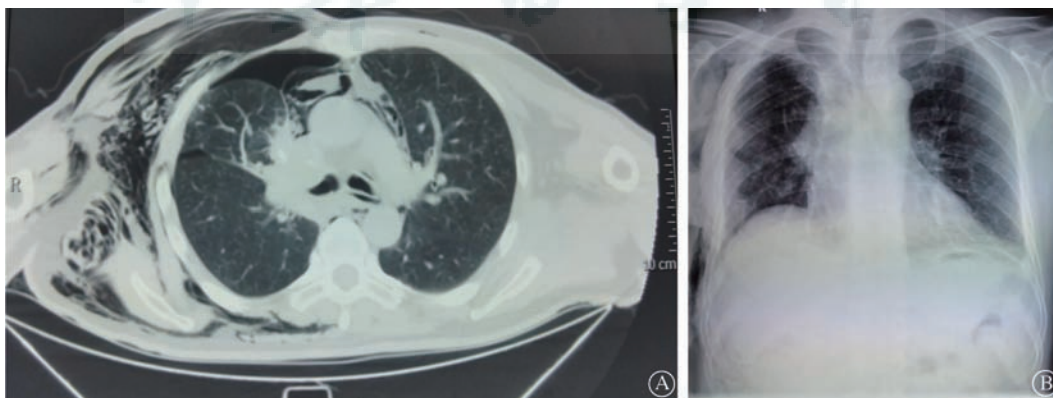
右肺上叶前段支气管腔内肿物患者术后影像。A: 术后第 6 天胸部 CT 示右侧气胸及胸壁皮下气肿; B: 术后第 9 天 X 线片显示右肺膨胀好。
